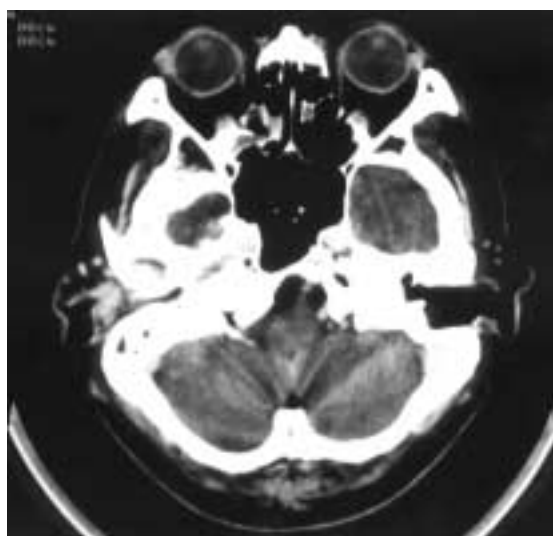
CT scan obtained before radiotherapy. Case 2 78-year-old-male patient. right soft tissue infiltration demonstrated.
